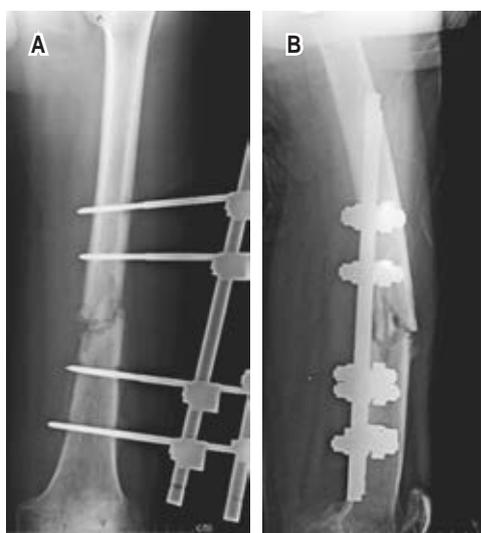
Radiografía. A) Anteroposterior. B) Lateral de fémur, izquierdo seis meses posteriores a intervención quirúrgica donde se aprecia el trazo de fractura diafisaria con ausencia de consolidación ósea.
